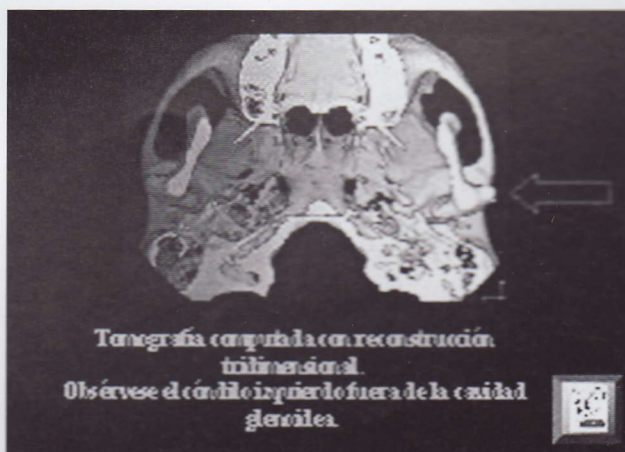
Tomografía Axial Computada
